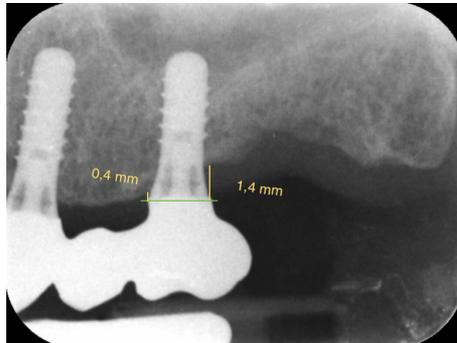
Radiografía periapical en el momento de la carga. Se trazó una línea paralela a la zona de unión corona-implante (altura inicial), por mesial y distal a ella se trazaron 2 líneas perpendiculares que discurrían de forma tangente a la plataforma del implante y que llegaban hasta la cortical ósea.
